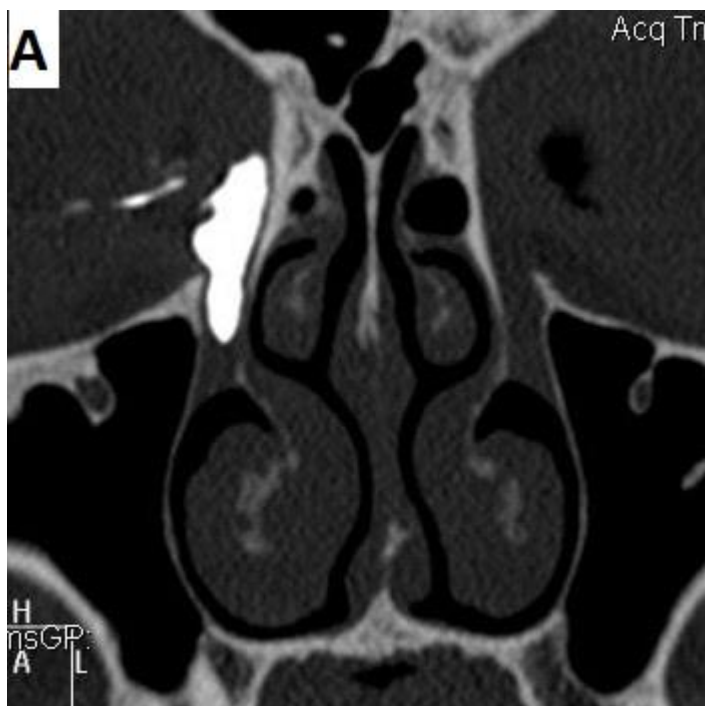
МСКТ-изображение СОП в коронарной реконструкции у пациента с непроходимостью СОП
